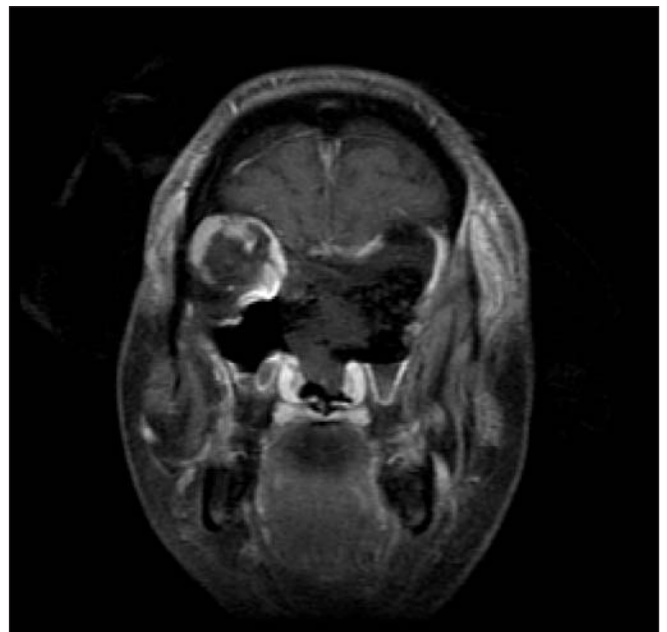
Resonancia magnética postoperatoria con contraste, en plano coronal, que muestra un ejemplo de un caso en el que la órbita fue extirpada junto con las celdas etmoidales para la resección de un carcinoma escamoso.
